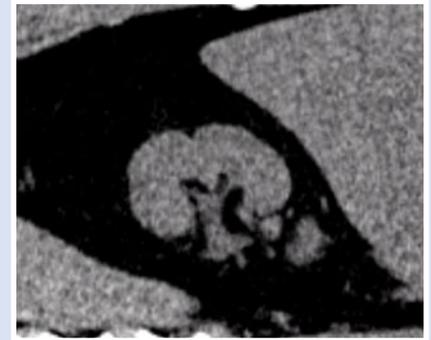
МСКТ в нативном режиме, сделанная в июне 2023 г. Отмечен полный литолиз крупного камня ЛМС справа.
